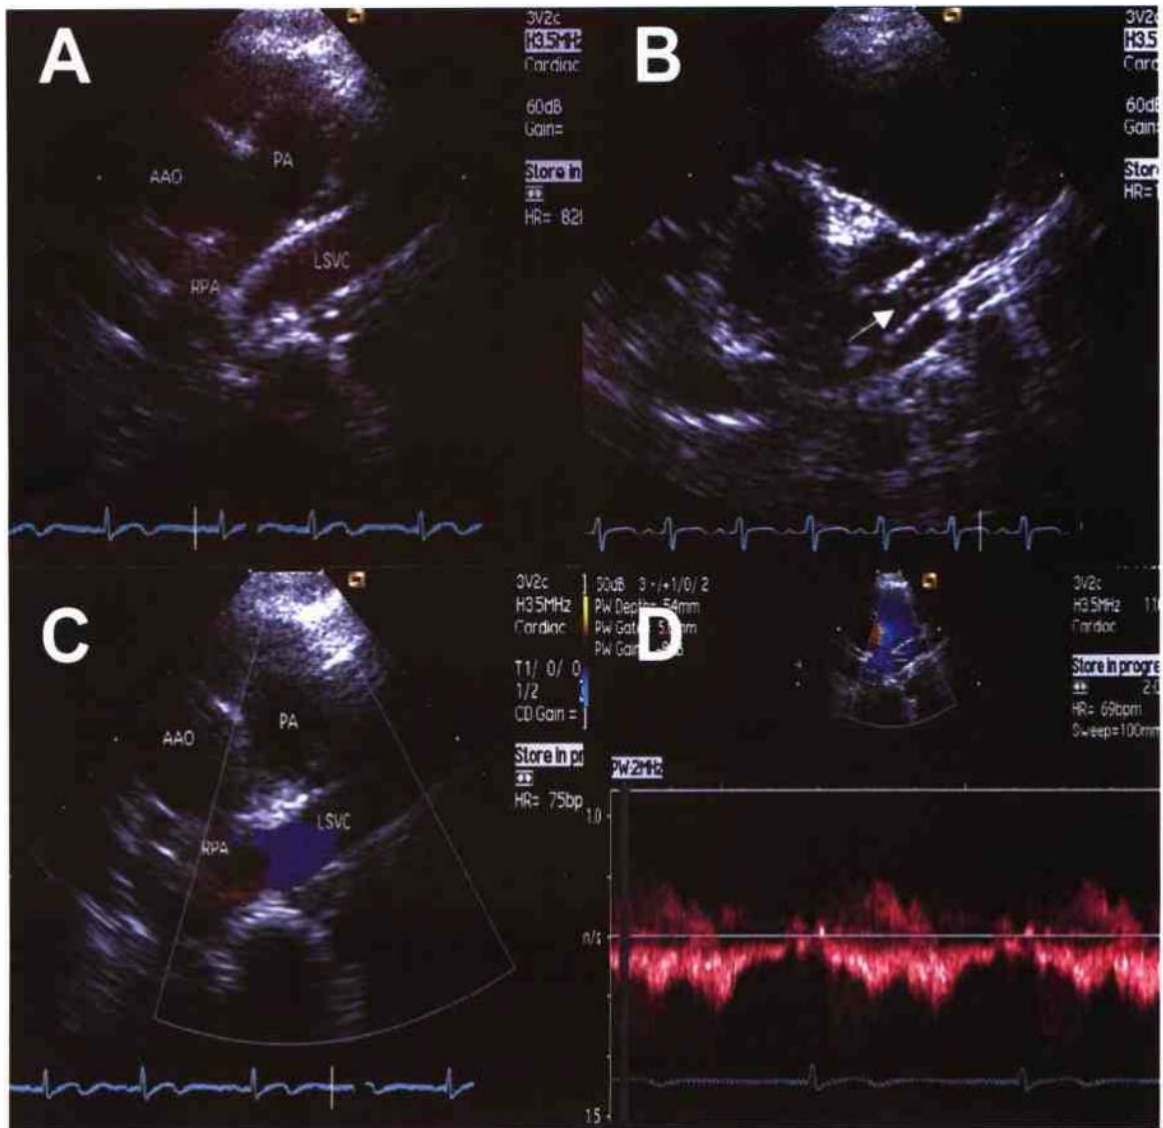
左位上腔静脉的多普勒超声心动图
